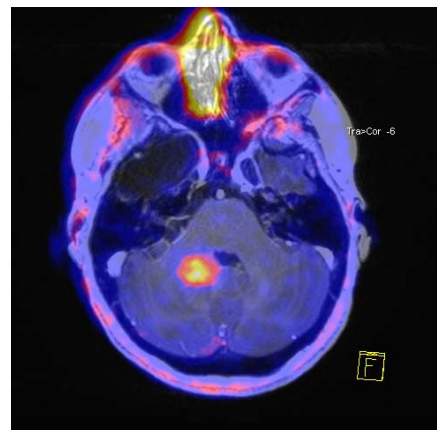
Εξέταση PET με φθοριοχολίνη σε ασθενή με υποτροπιάζον γλιοβλάτωμα (Ευγενική προσφορά του Dr. Β. Πρασσόπουλου, Τμήμα Πυρηνικής Ιατρικής και PET/CT Θεραπευτηρίου Υγεία).
